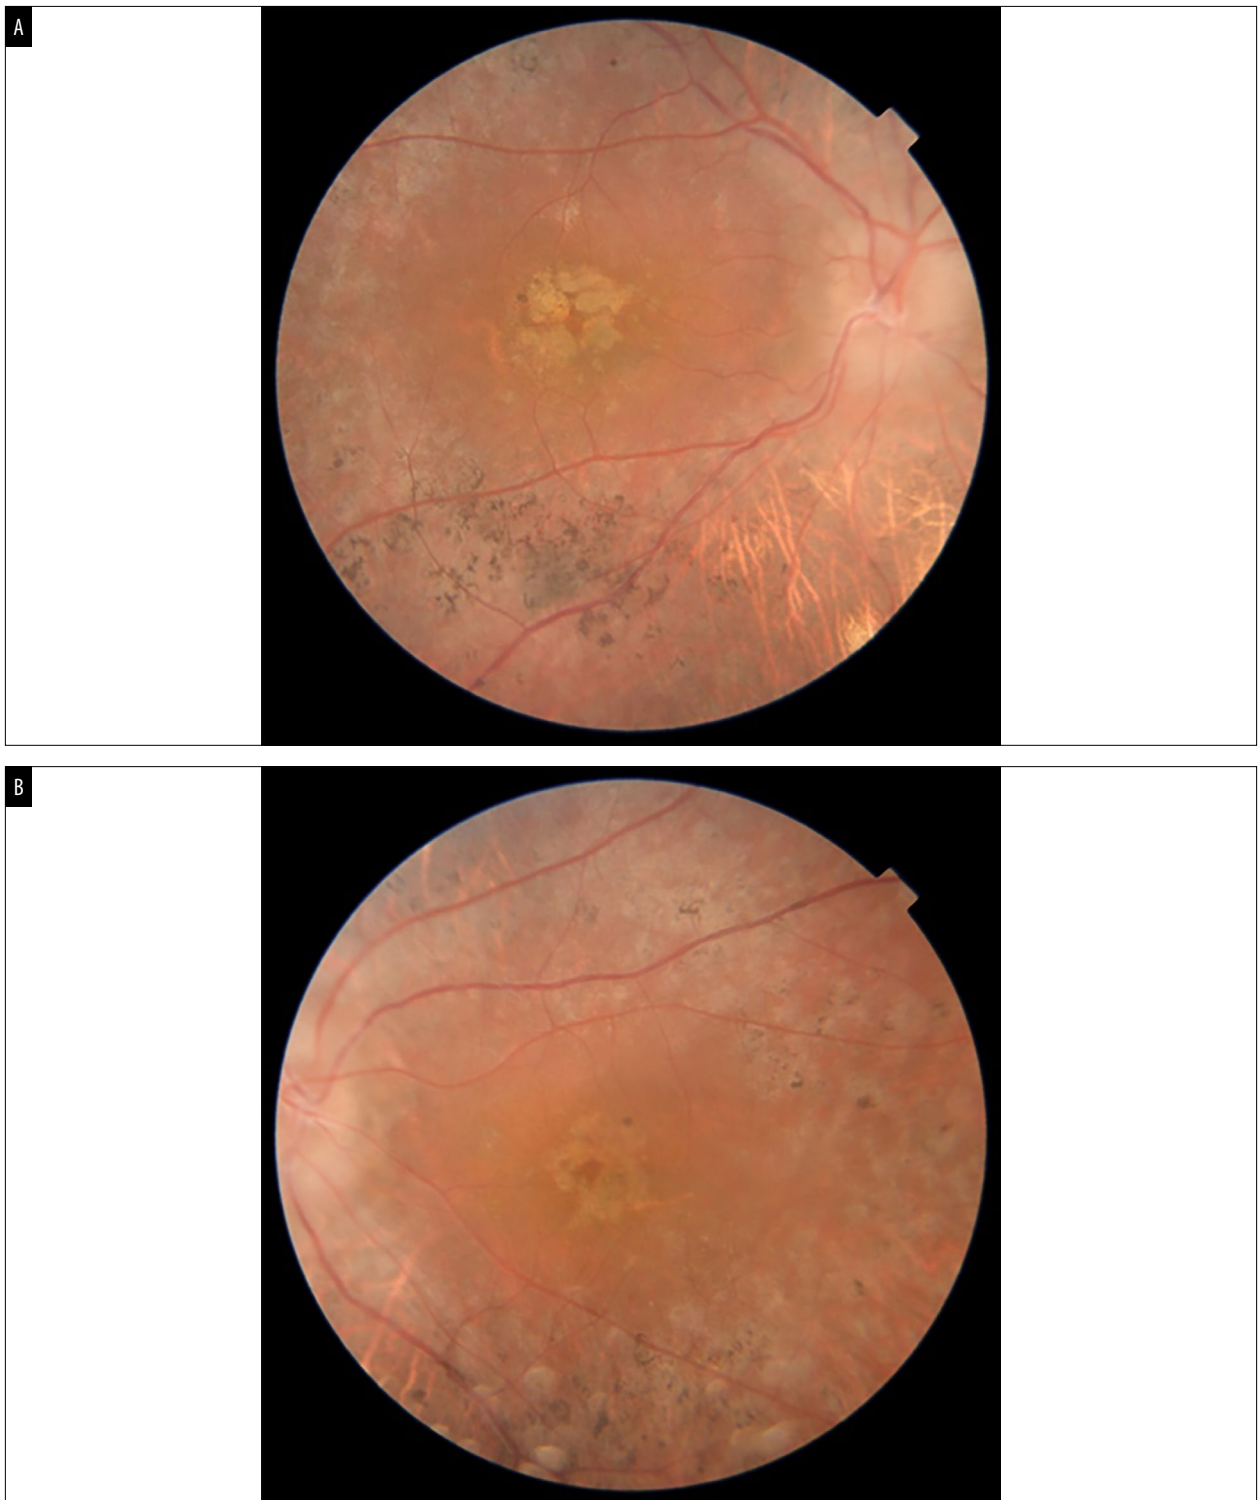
Tomografía por coherencia óptica (OCT). (A) Fundus photo OD. (B) Fundus photo OI Donde se evidencian drusas de papila, afinamiento vascular, alteración del brillo macular y espículas óseas en AO.
